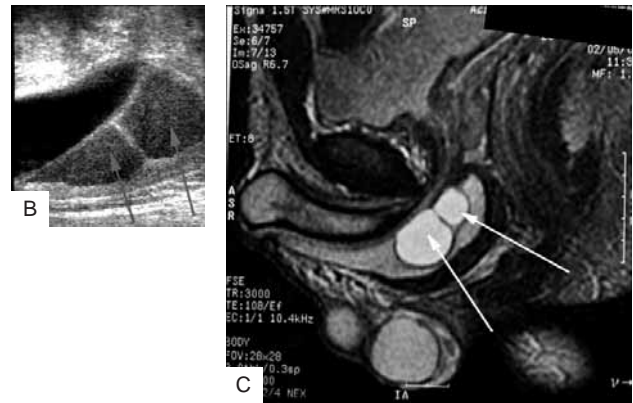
Paziente con trauma perineale: l'*Uretrografia* (A) non evidenzia nulla di patologico. L'*Ecografia* (B) invece evidenzia un ematoma intraspongioso bilobato che spiega il persistente dolore perineale e l'emospermia saltuaria. La *RMN* (C) chiarisce i confini dell'ematoma. *Patient with perineal trauma: the Uretrography (A) doesn't show any pathological sign. Instead the ultrasonography (B) shows an intraspongiosum bilobate hematoma. The MRI (C) shows the borders of the hematoma.*
